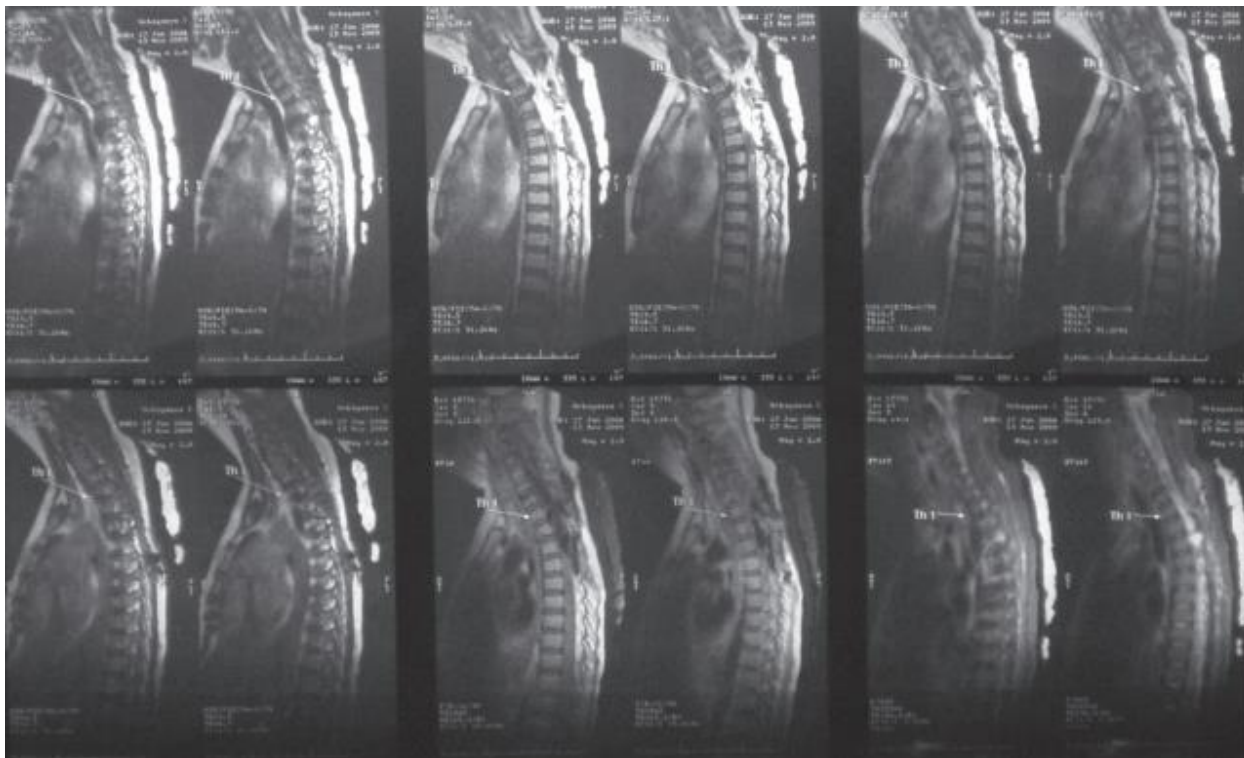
Пациентка У., 5 лет, МРТ шейного отдела позвоночника при поступлении
